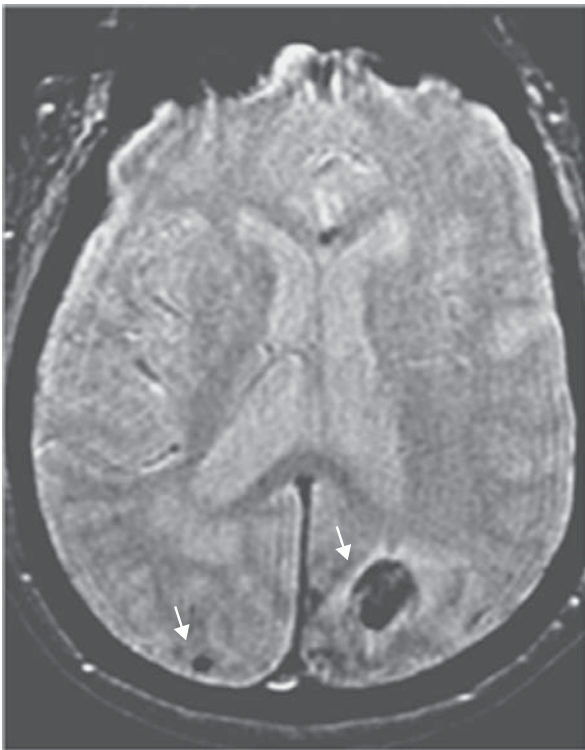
Sangrado por angiopatía amiloide. Imagen por resonancia magnética (gradiente de eco T2) con focos de sangrado por angiopatía amiloide (flechas). Cortesía del Servicio de Imágenes Diagnósticas, Fundación Santa Fe de Bogotá; Bogotá, Colombia.
